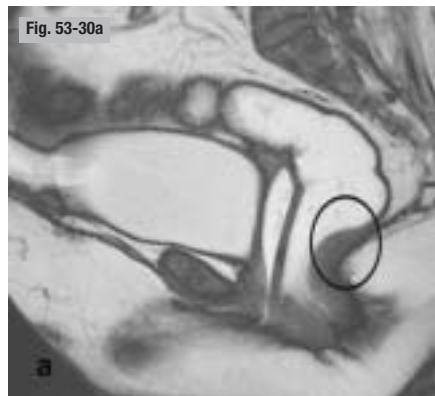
Anisme. IRM pelvienne en poussée. a) Au repos. b) En poussée. Lors des efforts d'exonération, contraction paradoxale du muscle puborectal (cercles noirs) contrastant avec une ouverture normale du canal anal pour l'évacuation.
